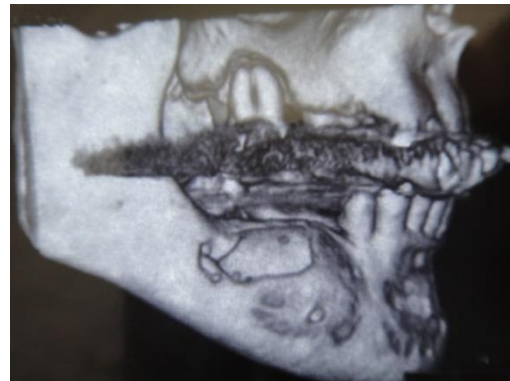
КТ, боковая проекция
